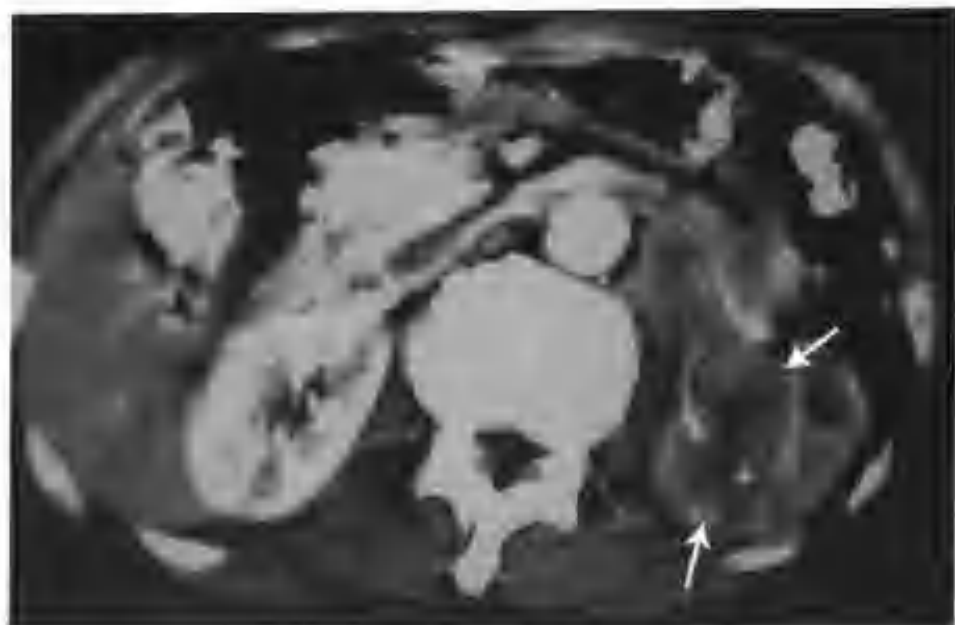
左肾盂移行细胞癌 II~III 级 (肾门、腹主动脉旁淋巴结转移, 肾周纤维脂肪组织内癌侵犯, 与图 2-2-60 为同一病例, 示增强扫描肾皮质期肿瘤不均匀强化, CT 值 70~76HU, 内见散在小片状低密度区, 箭头示肾盂癌)
